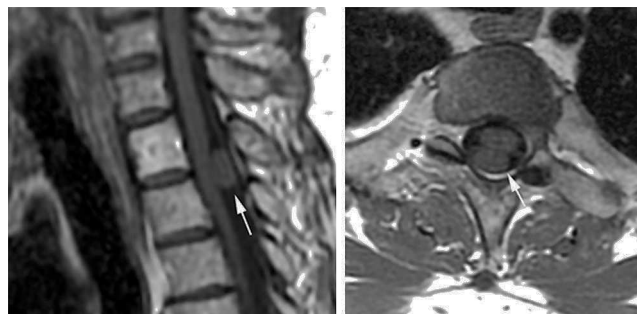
RM, plano sagital y axial poscontraste, sin refuerzo de la lesión (flechas).
